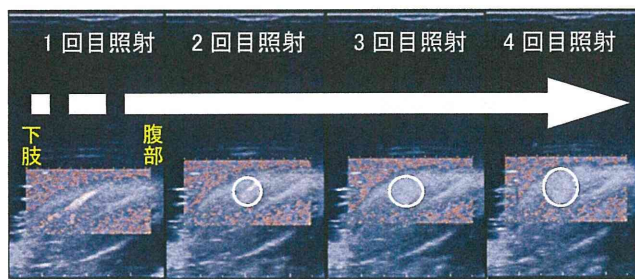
HIFU照射部位のカラードプラ・ハイパーエコー領域の変化。
